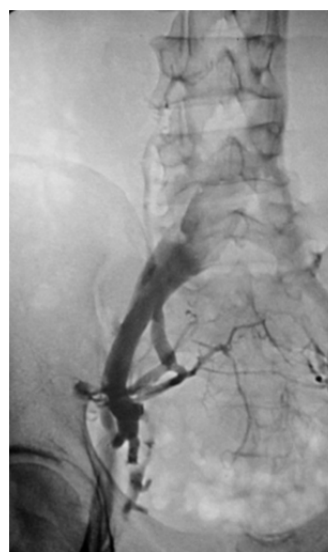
Рентгенконтрастна флебографія: тромботична оклюзія правої спільної клубової вени та початкового відділу нижньої порожнистої вени.
